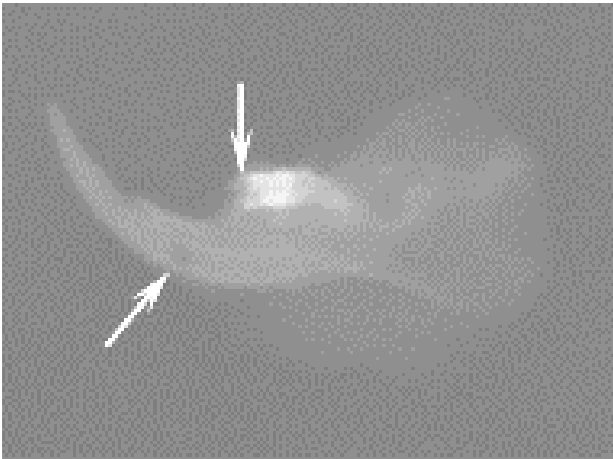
Рентгенограма альвеолярного відростка нижньої щелепи щура з травматичним пародонтитом. Зб.: 2
